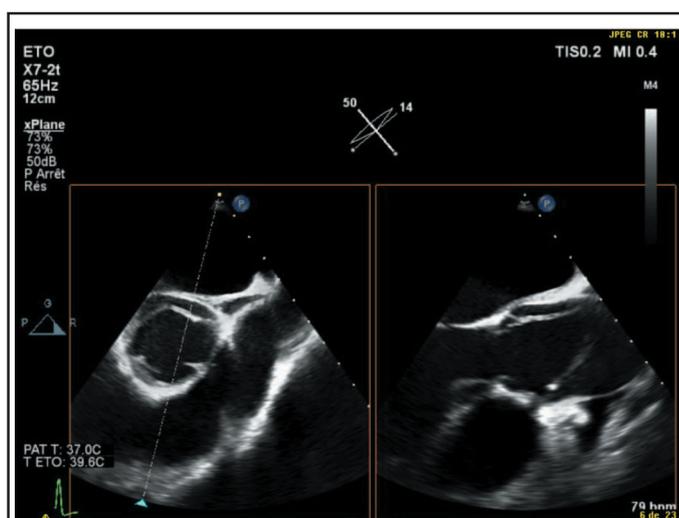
Coupes de deux plans perpendiculaires obtenus à l'ETO (échographie trans-œsophagienne) : à gauche la valve aortique en petit axe où l'on distingue nettement le faux chenal, à droite la racine aortique en long axe où l'on peut clairement visualiser le flap intimal délimitant vraie et fausse lumière.
